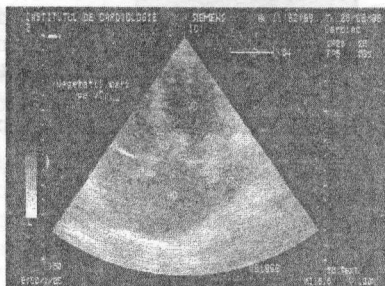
Échocardiogramme.
